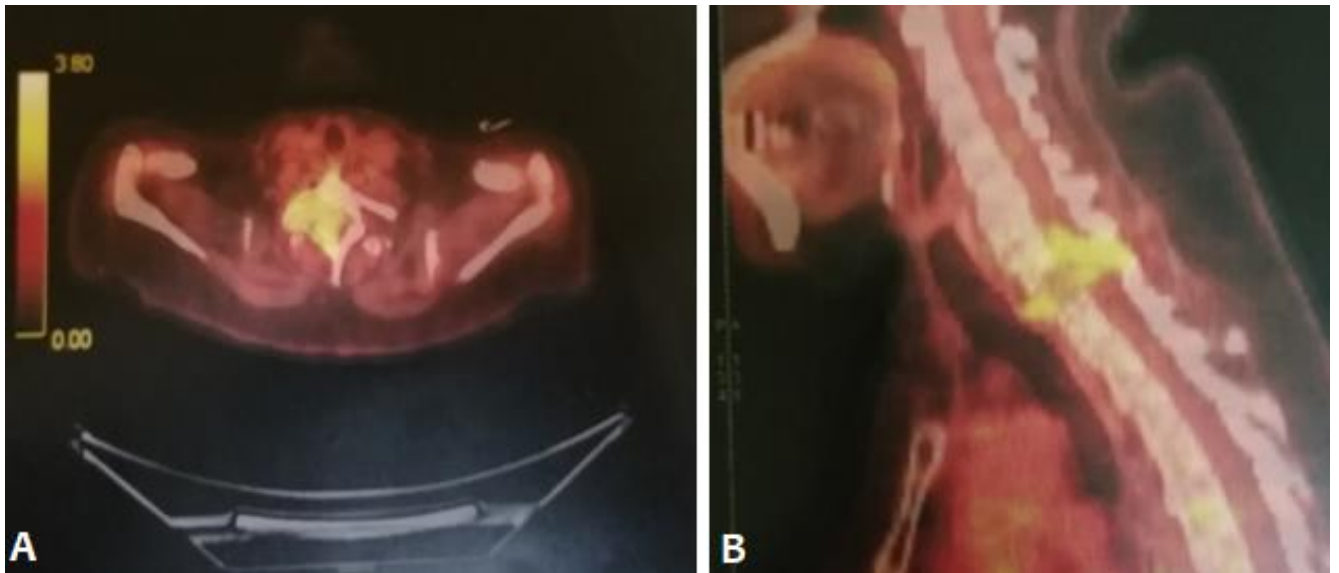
Images Tep-scanner au 18-FDG couplée au scanner, en coupe axiale (A) avec reconstruction sagittale (B) montrant un hypermétabolisme pathologique intense au niveau de D1.
